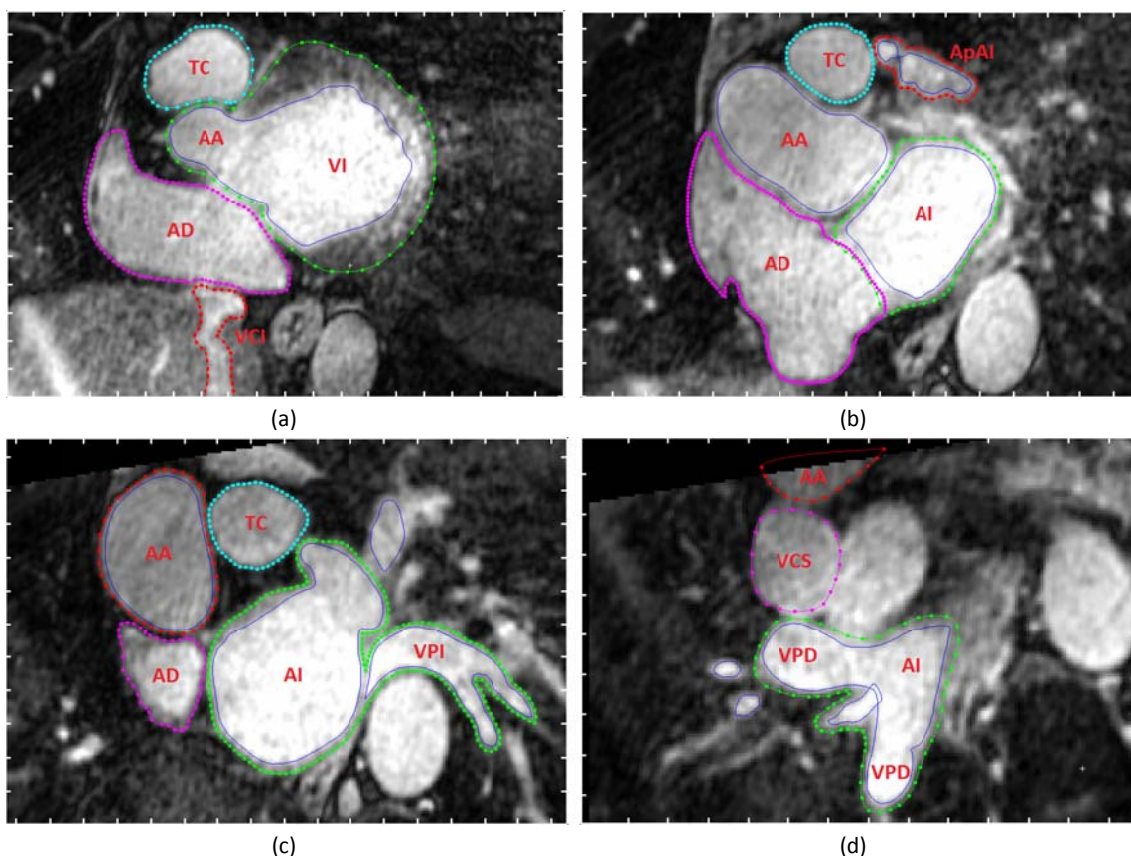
Resultados de la segmentación manual del epicardio del corazón completo sobre las imágenes de DE-MRI. Cortes a diferentes niveles de la región auricular: (a) nivel aurículo-ventricular, (b) nivel medio auricular, (c) nivel medio-basal y (d) nivel basal. VI: ventrículo izquierdo. AI: aurícula izquierda. AD: aurícula derecha. ApAI: apéndice de la AI. AA: arteria aorta. TC: tronco pulmonar. VCI: vena cava inferior. VCS: vena cava superior. VPI: vena pulmonar izquierda. VPD: vena pulmonar derecha
